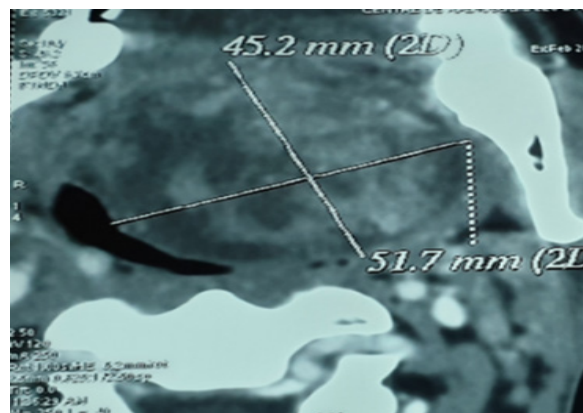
TDM en coupe axiale montrant une hypodensité ovale au dépend du palais mou, mesurant 45,2mmx51,7mm bien limité rehaussé de façon hétérogène après injection de produit de contraste.
